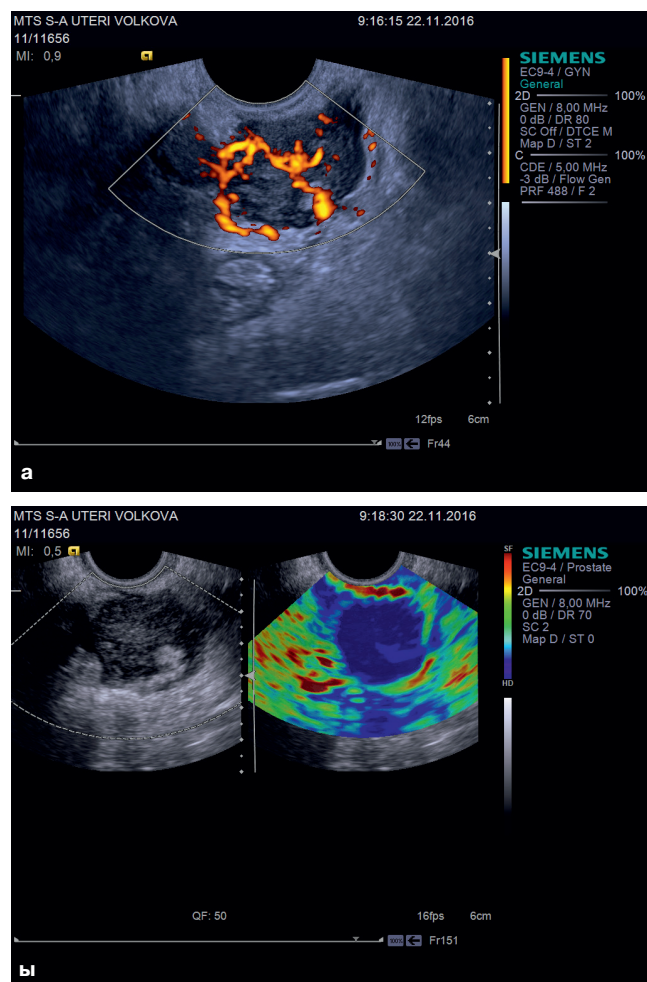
а) Ультразвуковая томограмма метастаза по брюшине малого таза, б) томограмма, полученная при УЗИ с применением компрессионной эластографии, при которой метастаз картируется темно-синим цветом
